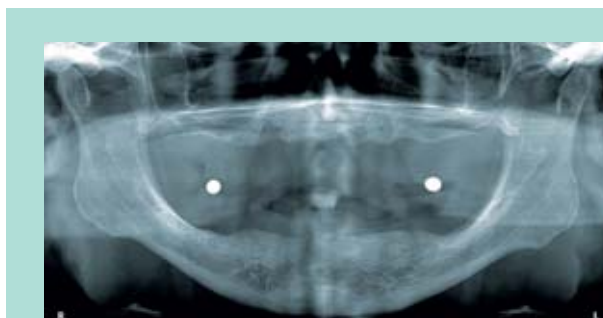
Panoramaschichtaufnahme des Patienten mit Röntgen-Messkugeln
